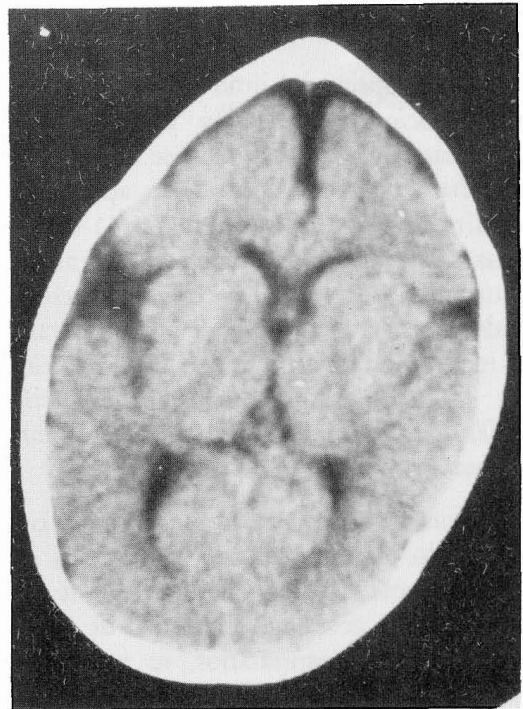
TAC que evidencia una atrofia cerebral
